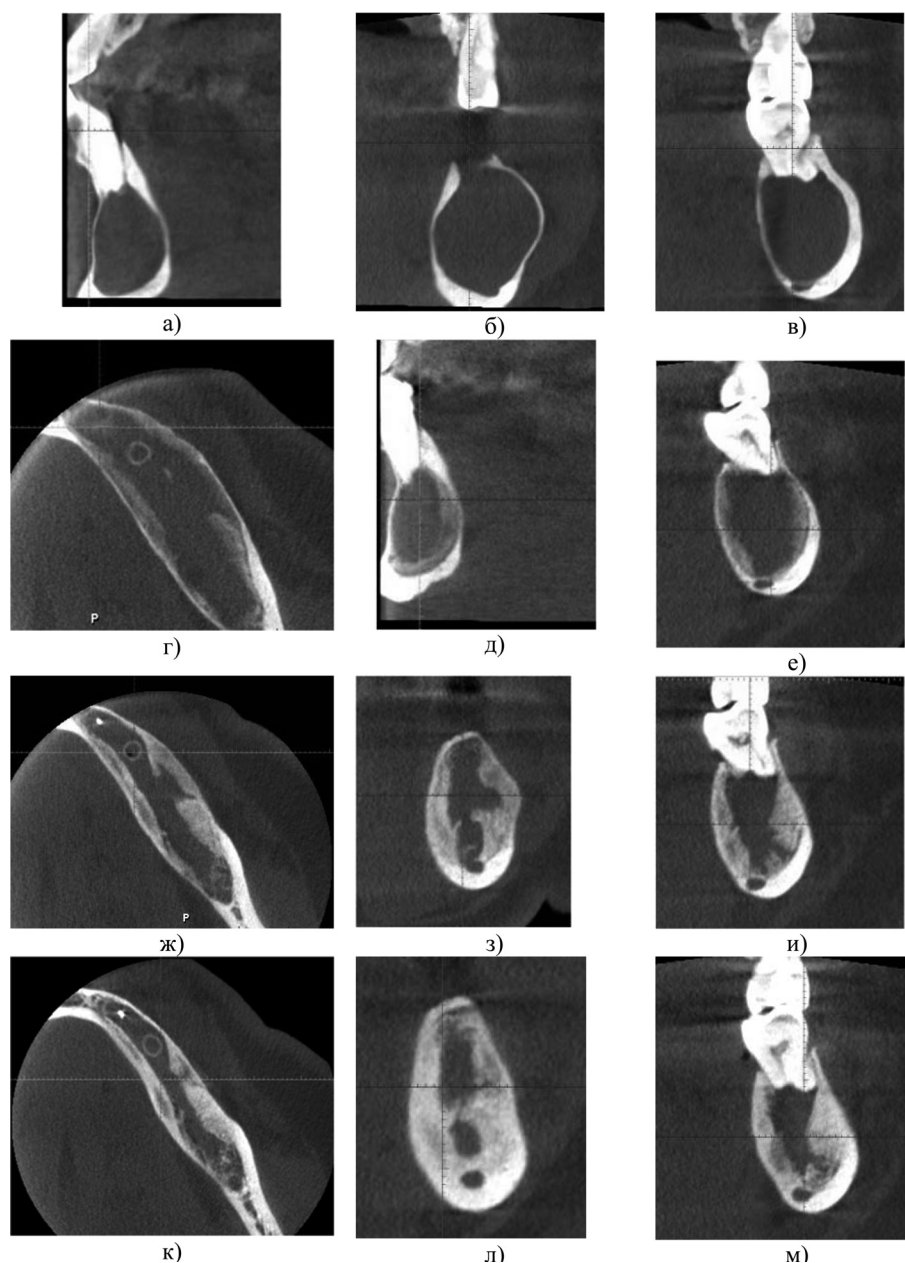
Пациент И., 58 лет. Рост костной ткани в область дефекта на этапах декомпрессионного дренирования, срезы компьютерной томограммы: а, б, в — исходная клиническая ситуация; г, д, е — через 3 месяца; ж, з, и — через 6 месяцев; к, л, м — через 12 месяцев
